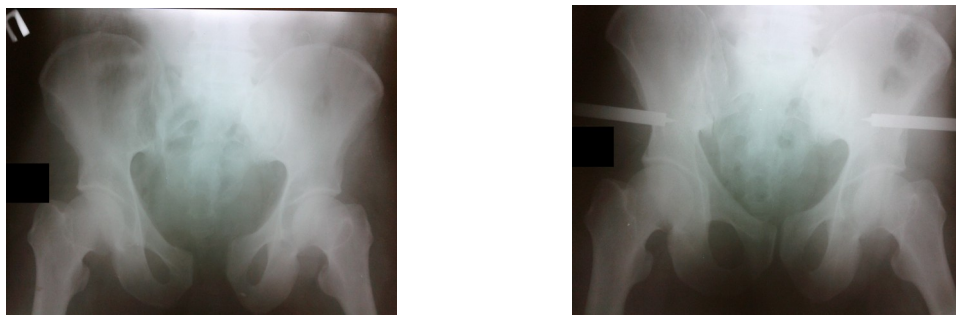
Рентгеновские снимки повреждения таза типа «открытая книга»: полное правостороннее повреждение, неполное контралатеральное повреждение тазового кольца от AP-компрессии (61-C1.2a1b1c5). Слева – до стабилизации, справа – после стабилизации тазового кольца щипцами Ганца.
